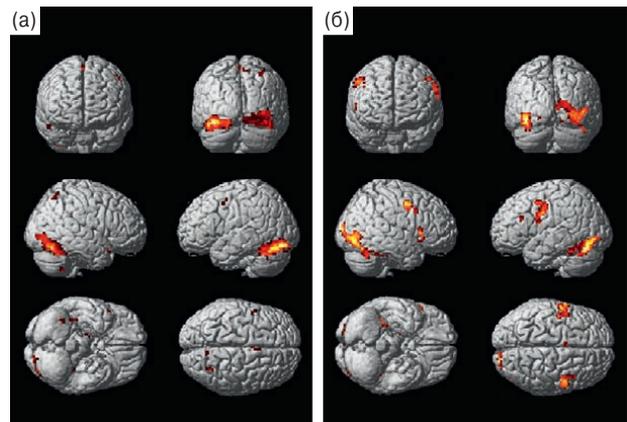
Функциональная МРТ у пациентов 2-й группы. а – до лечения, б – после лечения.
